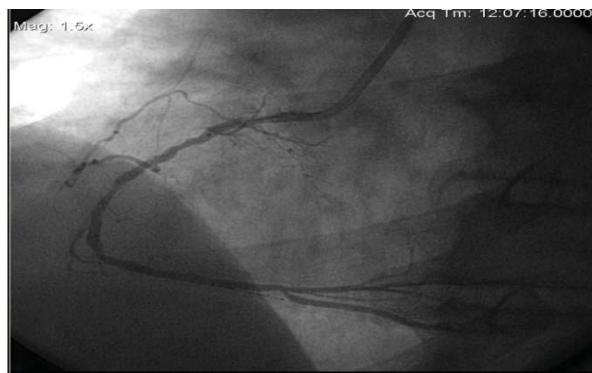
Рентгенконтрасна коронарографія хворого Р. Субтотальні стенози правої коронарної артерії.
